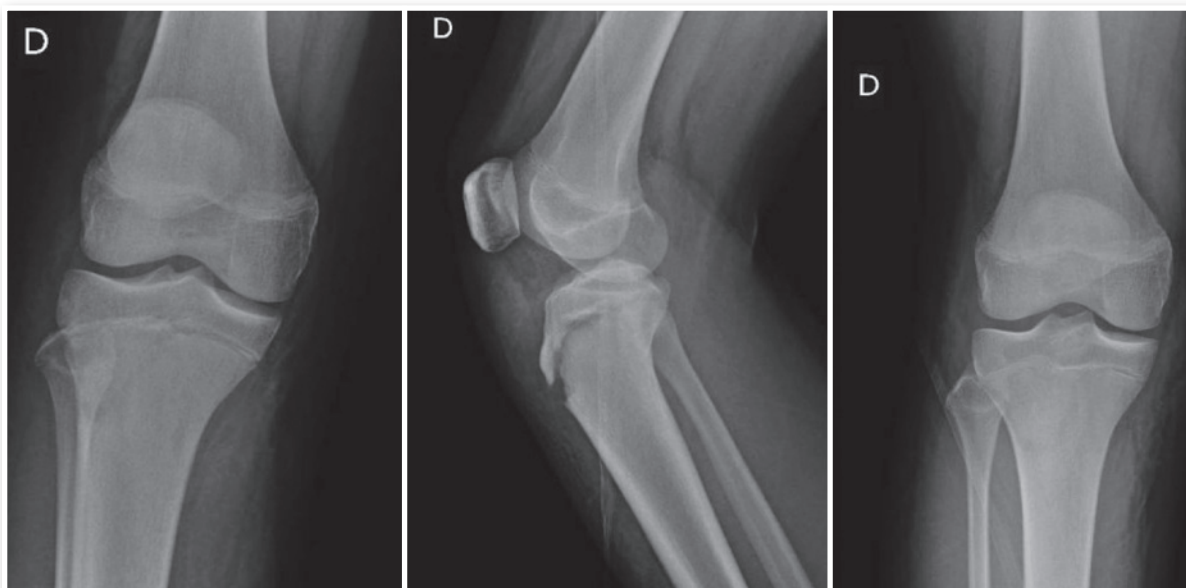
Radiografias do joelho direito nas incidências oblíqua, perfil e anteroposterior.
